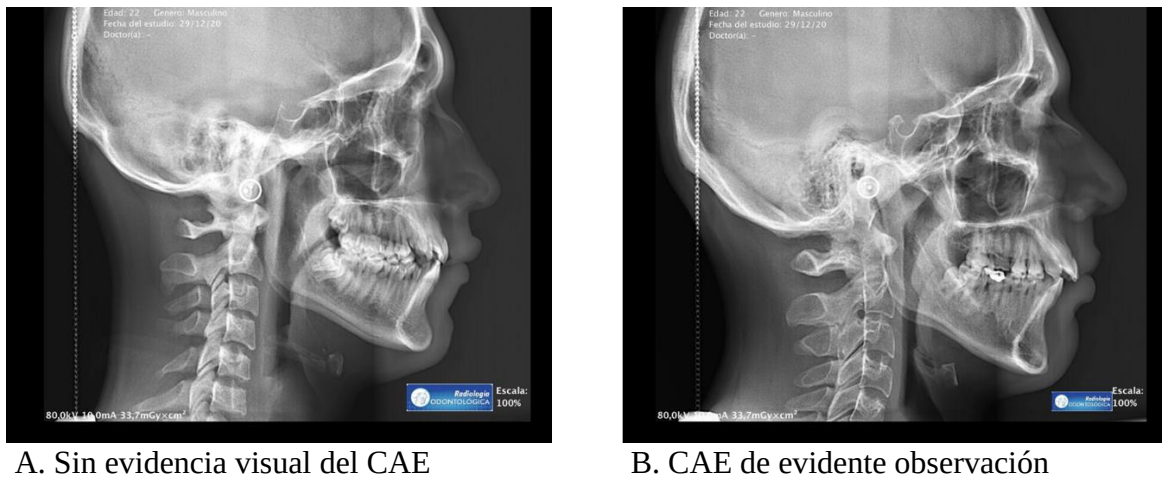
A y B: Radiografías laterales de cráneo
